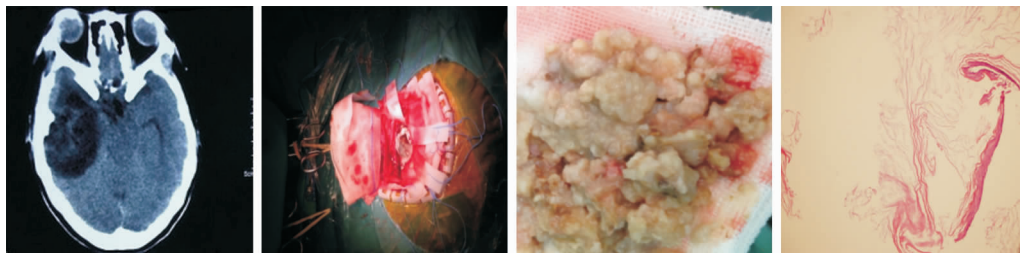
头部CT见右颞叶见约5.9 cm×5.4 cm×5.0 cm低密度为主的混杂密度影,其内可见结节状脂肪密度影,右侧脑室受压变窄,中线结构略左移。术中见病灶分界清楚,呈囊实性,囊壁灰白色,囊内含腊黄色豆腐渣样物质。术后病检证实为皮样囊肿。
